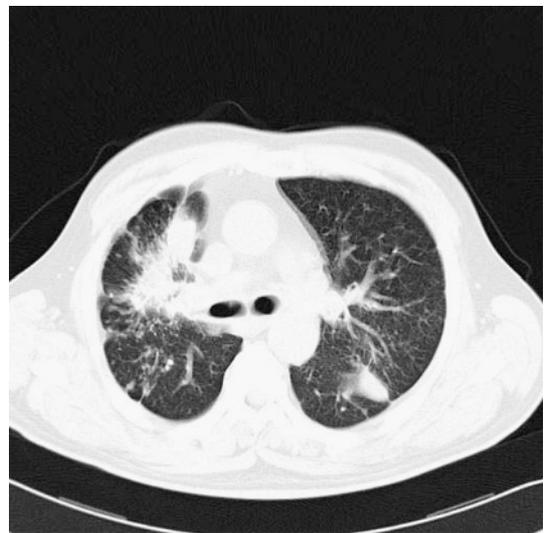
2005年12月の胸部CT (肺野条件)
